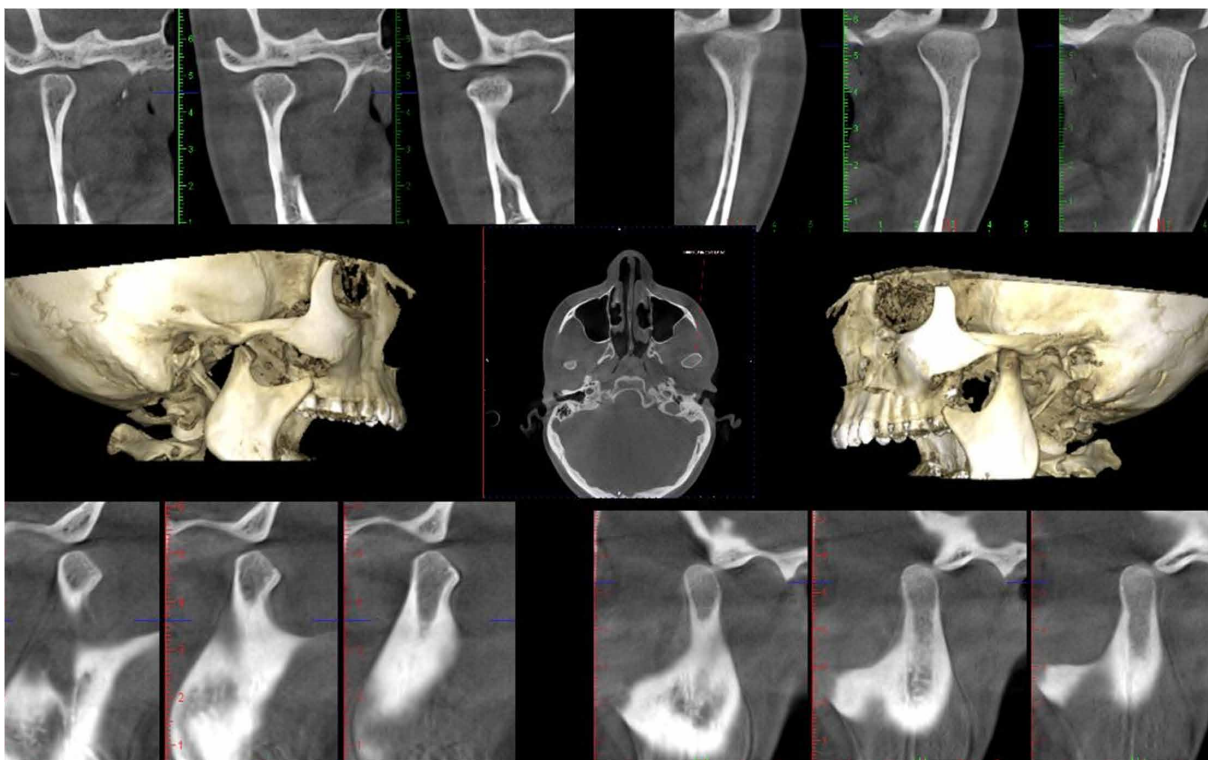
Tomografía computarizada de ATM muestra una hipoplasia condilar del lado derecho con reconstrucción en 3D.
